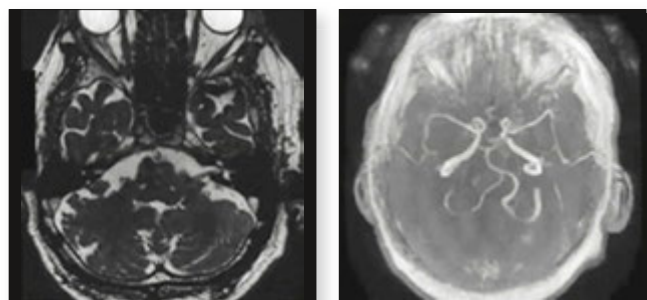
Результат МРТ у режимі FIESTA, візуалізація нейроваскулярного конфлікту в мостомозочковому куті зліва
